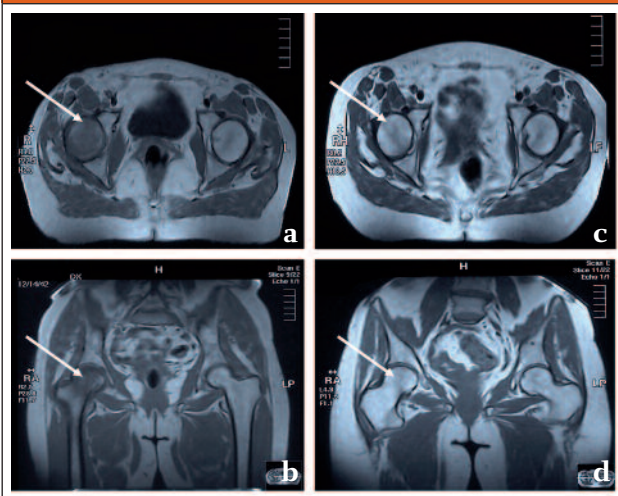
OSTEOPOROSI LOCALIZZATA TRANSITORIA DELLA TESTA E DEL COLLO DEL FEMORE DESTRO IN UNA DONNA DI 63 ANNI. A,B RISCONTRO RMN DI EDEMA DELLA TESTA E DEL COLLO DEL FEMORE (FRECCIA). C,D CONTROLLO RMN SEI MESI DOPO TRATTAMENTO CON NERIDRONATO, CON EVIDENZA DI COMPLETA RISOLUZIONE (FRECCIA)
